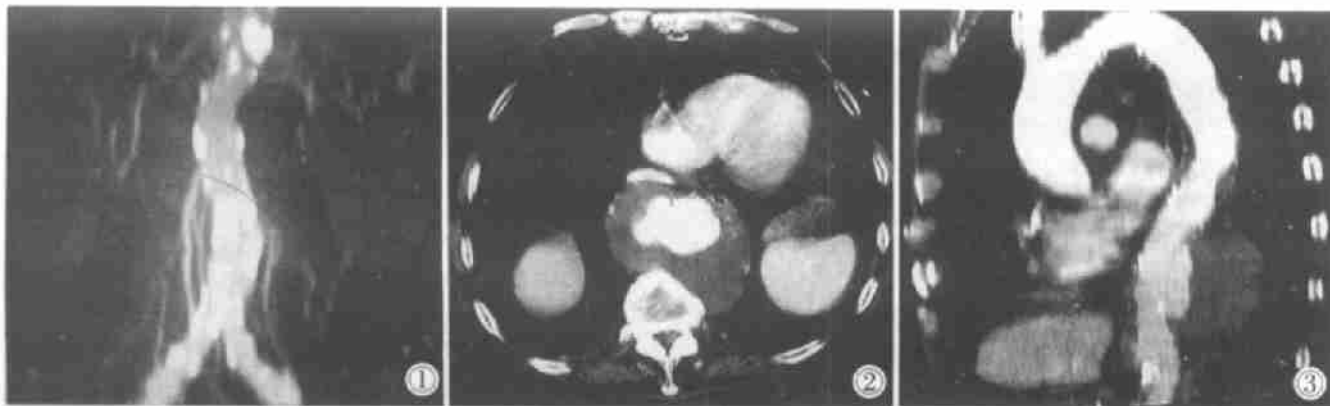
CTA MIP重建方式:可见腹主动脉、双侧髂动脉的钙化斑块。并可多角度旋转图像,观察主动脉分支的形态及走向。图2 腹主动脉瘤 CTA 轴位图像:显示主动脉呈瘤样扩张及环形血栓形成,主动脉腔不规则。图3 CTA 多平面重建(MPR):(同图2病例)图像显示主动脉腔不规则,除胸、腹主动脉交界处有一大的血栓外还可见胸主动脉段有一些小的血栓形成。图4 CTA 三维表面重建(SSD):(同图2病例)图像直观显示主动脉瘤的外形、扩张程度、范围及与周围结构的关系,但不能显示血管腔内形态。
